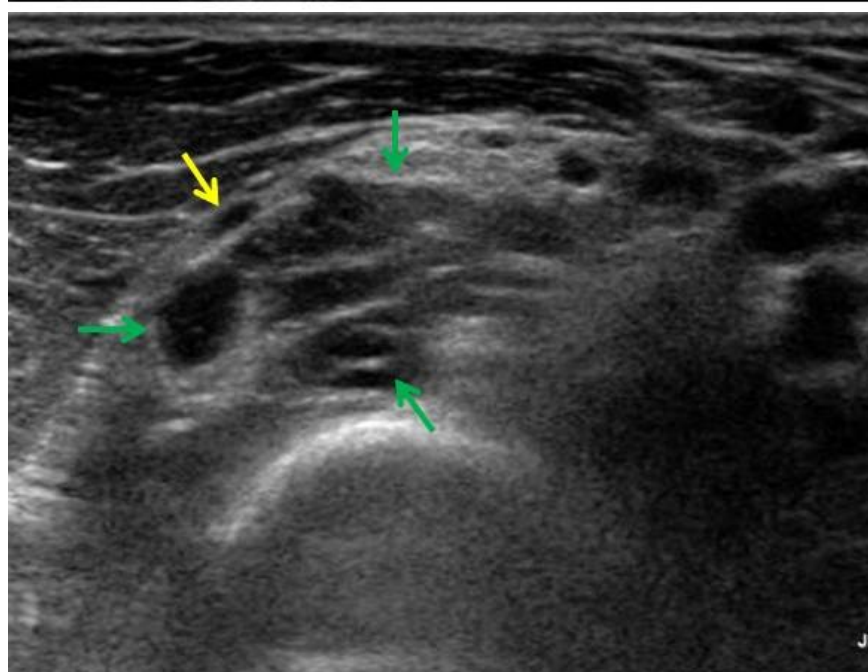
Vue axiale échographique montrant le refoulement de la branche profonde du nerf radial (flèche jaune) par un kyste arthrosynovial (flèches vertes)
